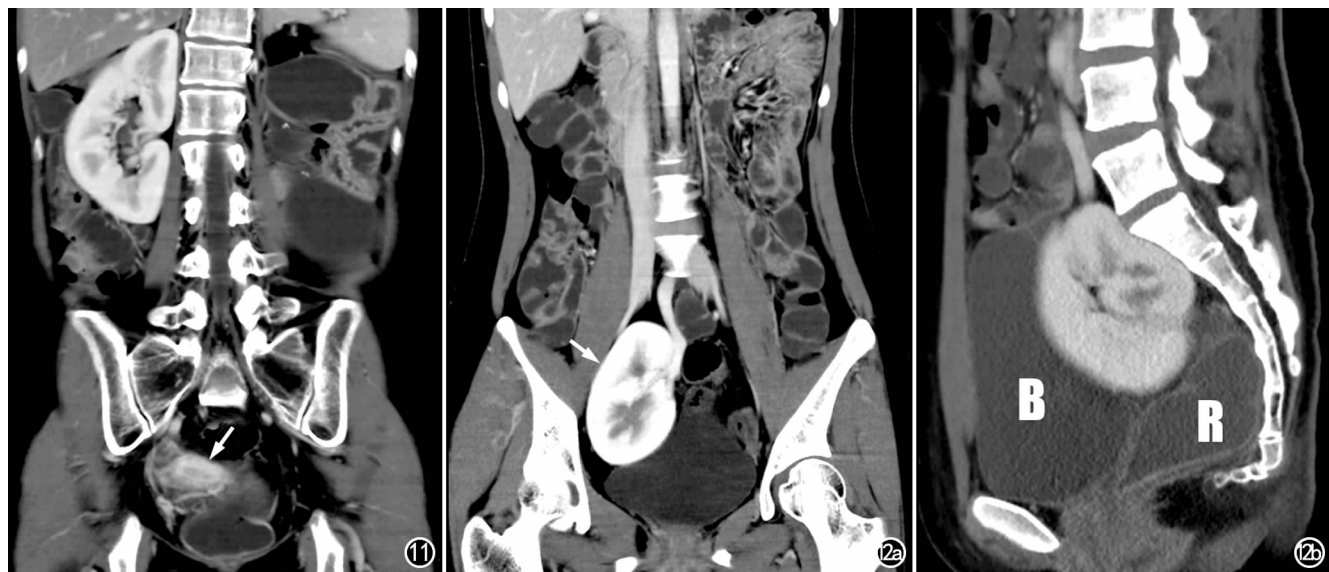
女, 21 岁, 左肾缺如并子宫发育不良。冠状面 CT 增强皮质期示左肾缺如, 右肾增大, 子宫体积明显减小(箭), 与年龄不称。
